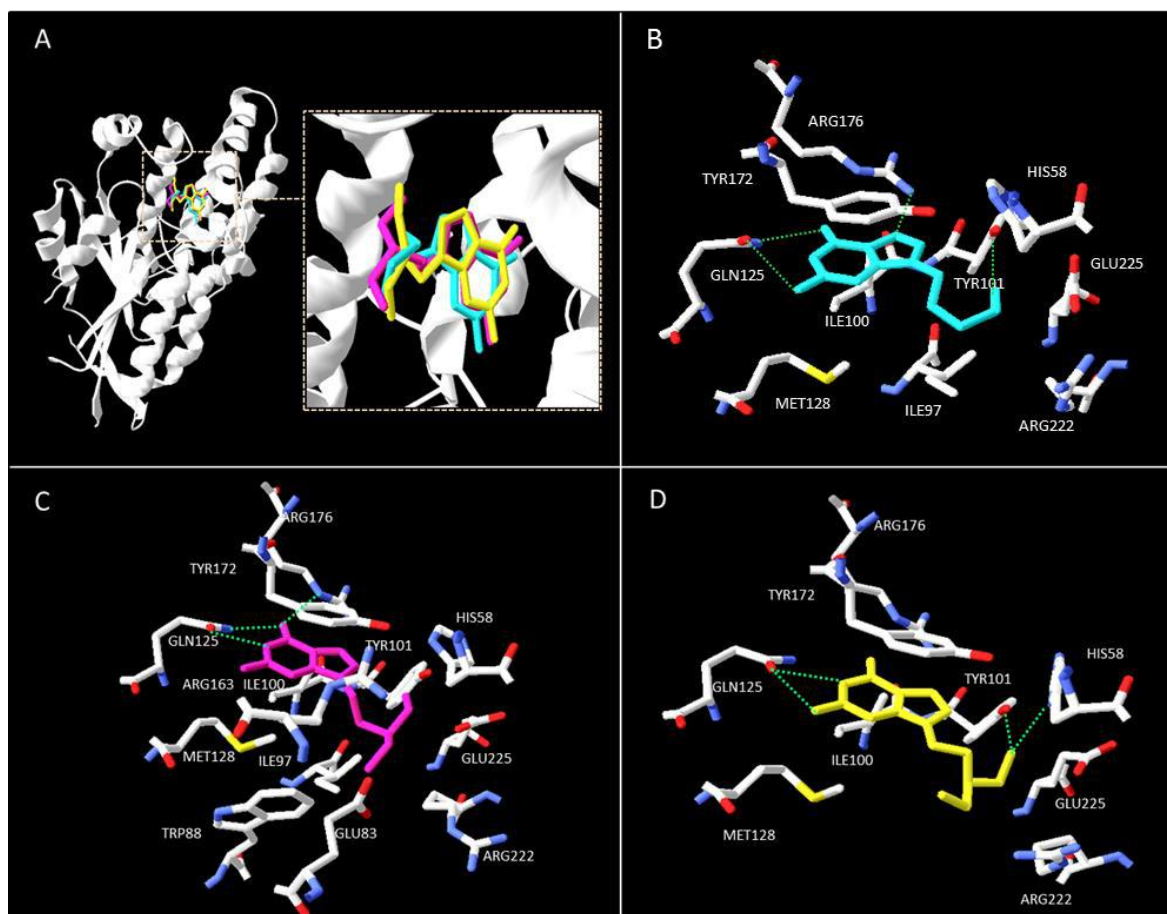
A) Sobreposição do aciclovir (azul claro), ganciclovir (amarelo) e penciclovir (rosa) na TK_{HSV-1}. Principais resíduos de aminoácidos de TK_{HSV-1} interagindo com B) aciclovir, C) penciclovir e D) ganciclovir. Tracejado verde representa ligações de hidrogênio.
